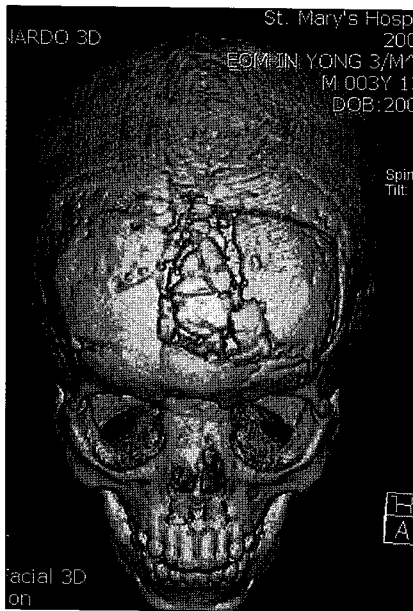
Postoperative 10-months 3-dimensional CT scan.
